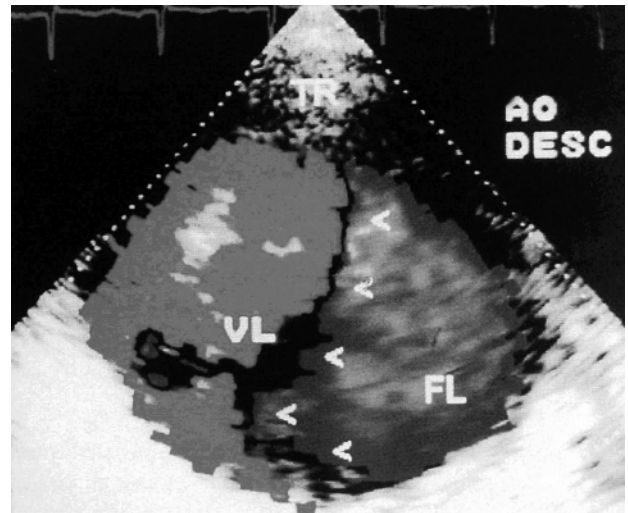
Ecocardiograma transesofágico evidenciando um *flap* intimal mais ou menos 2 cm abaixo do óstio da artéria subclávia esquerda.
